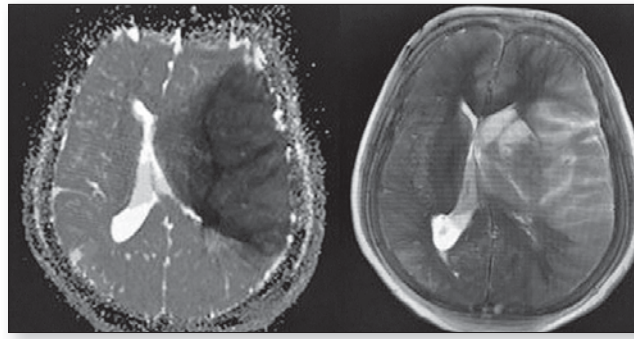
Інсульт в басейні лівої СМА (дані МРТ)
